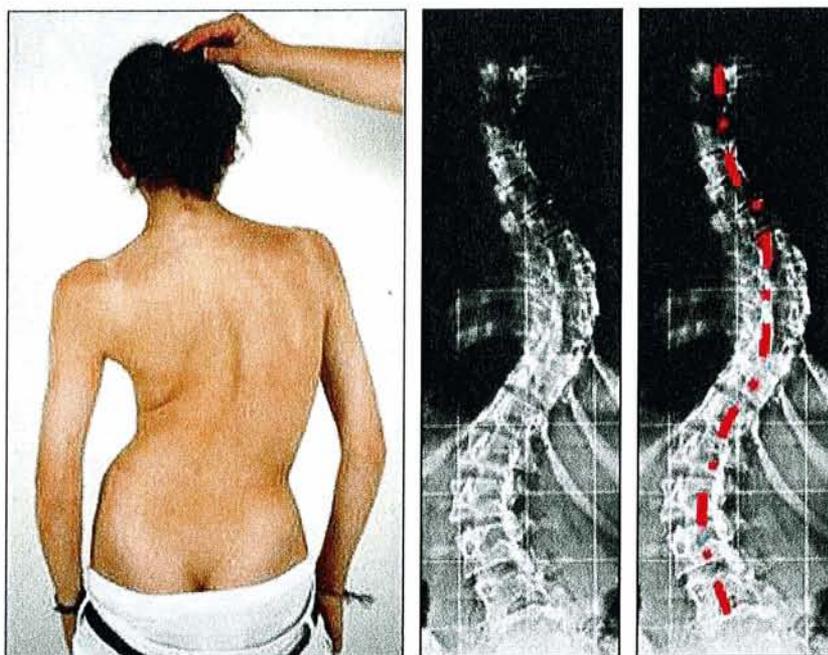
Scoliose double majeure thoraco-lombaire et image radiographique correspondante. Le trait tiré représente la ligne joignant les épineuses et représente la rotation vertébrale qui s'associe à la déformation dans le plan frontal (81).
